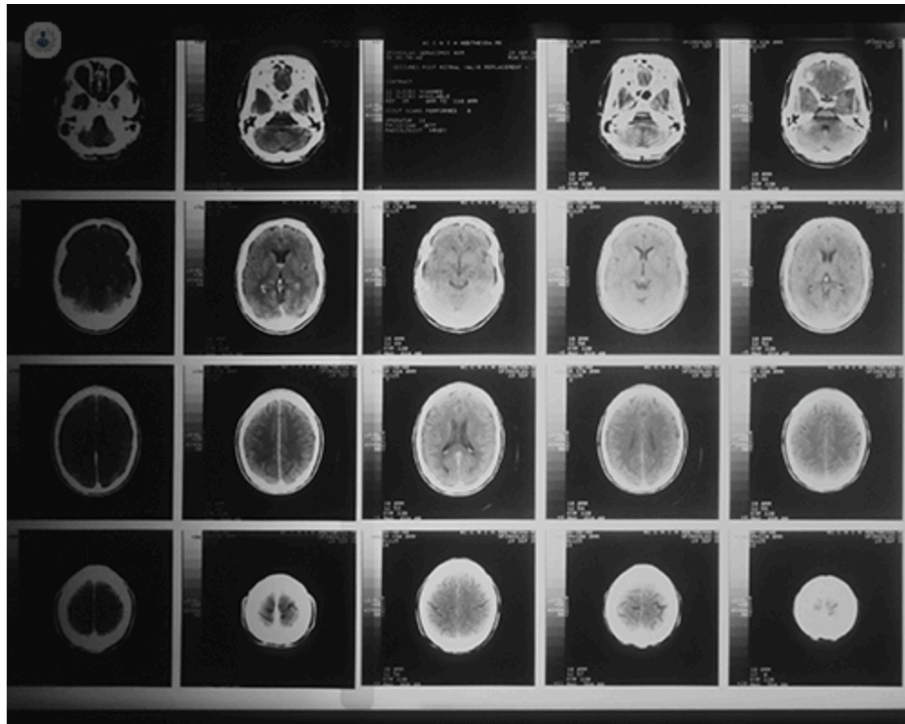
Neuroimagen cerebral en epilepsia farmacorresistente: La tomografía computarizada (TC) cerebral permite detectar lesiones estructurales que pueden ser el origen de crisis epilépticas resistentes a tratamiento médico. Una epilepsia se considera farmacorresistente cuando las crisis persisten pese al uso adecuado de al menos dos fármacos antiepilépticos.
